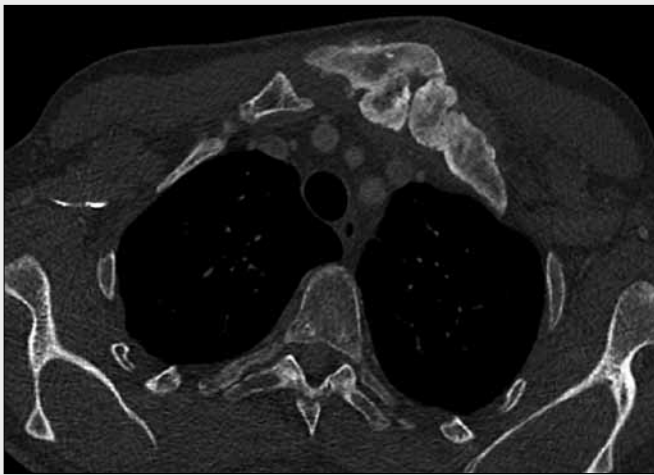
CT z roku 2006. A – axiální řez v úrovni 1. žebra. Patrné rozšíření mediálního konce 1. žebra s nepravidelnou přestavbou, v tomto období převažuje osteolýza. Méně vyjádřené změny i vpravo; B – axiální řez v úrovni klíčku, usurace mediálního konce levého klíčku; C – 3D rekonstrukce, pohled zleva
